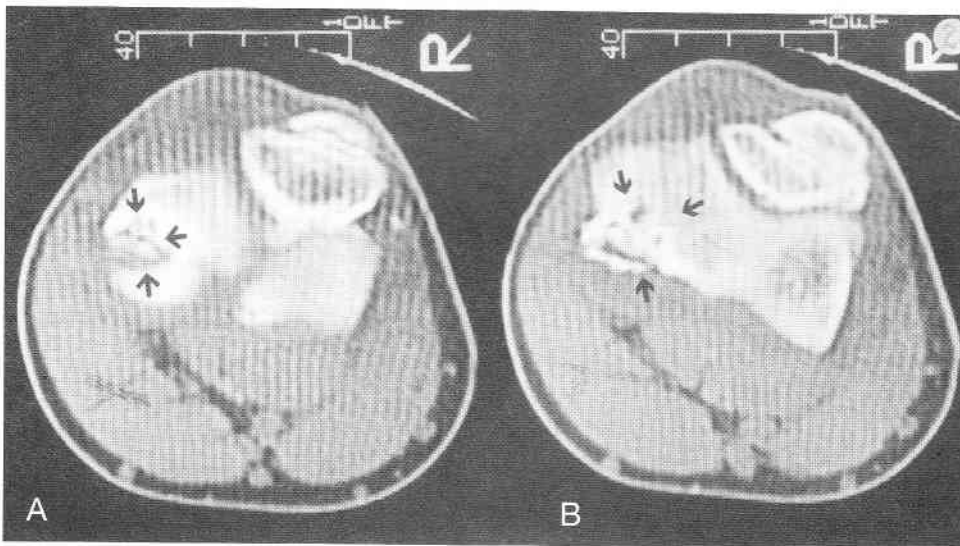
A-B. La TAC, en dos incidencias (A, B,) muestra un defecto óseo subcondral del capitellum rodeado de un alo esclerótico. Presunción de líquido y pequeños fragmentos óseos necrosados dentro de la imagen quística.
